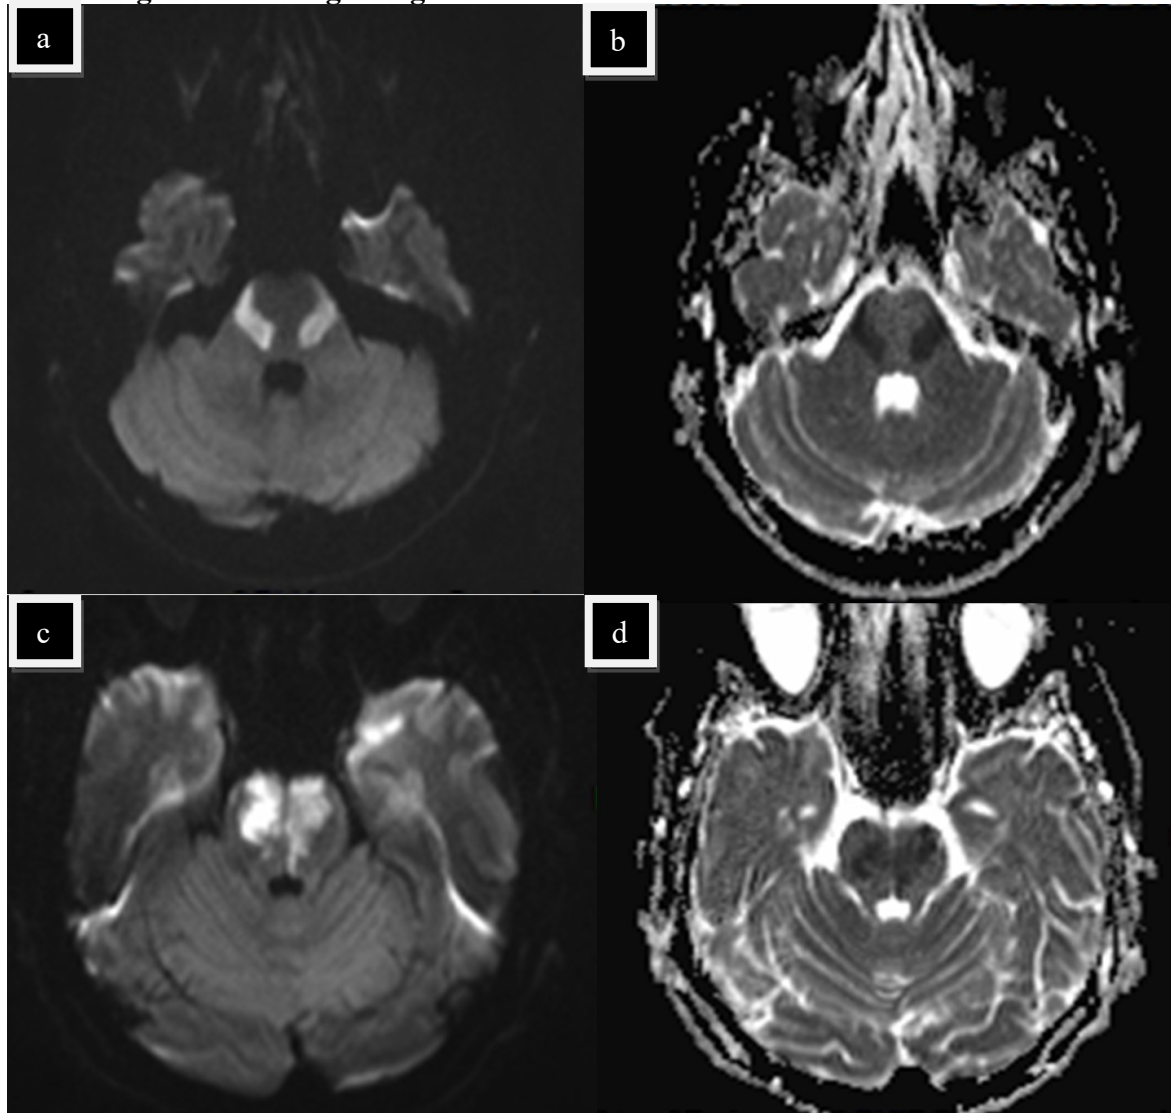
Symmetrische Signalalteration in der DWI-Sequenz und Diffusionsrestriktion in der entsprechenden ADC-Sequenz (Apparent Diffusion Coefficient) im lateralen Pons, was auf einen akuten ischämischen Infarkt aufgrund einer sekundären zerebralen Vaskulitis deutet
